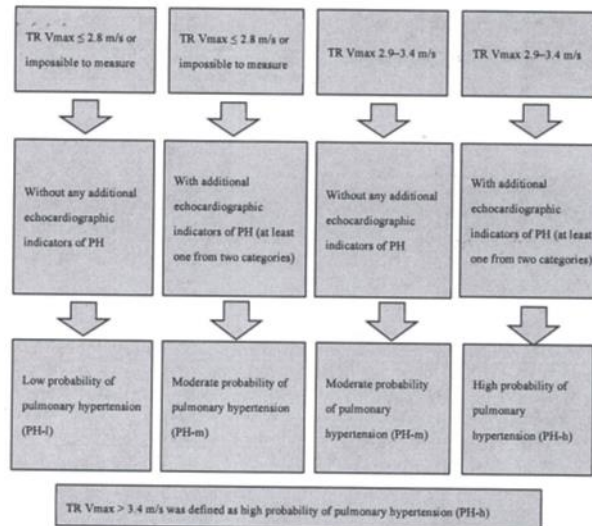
Echocardiographic assessment of pulmonary hypertension. PH—pulmonary hypertension, TR Vmax—Tricuspid valve regurgitation maximal velocity.
